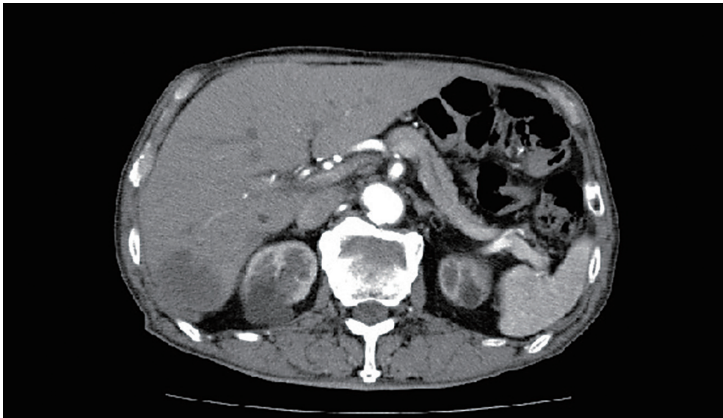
造影CT：右葉後区域に4×3×4cm大の低吸収腫瘍を認め、辺縁はやや不明瞭で、内部に隔壁様構造を認める。
